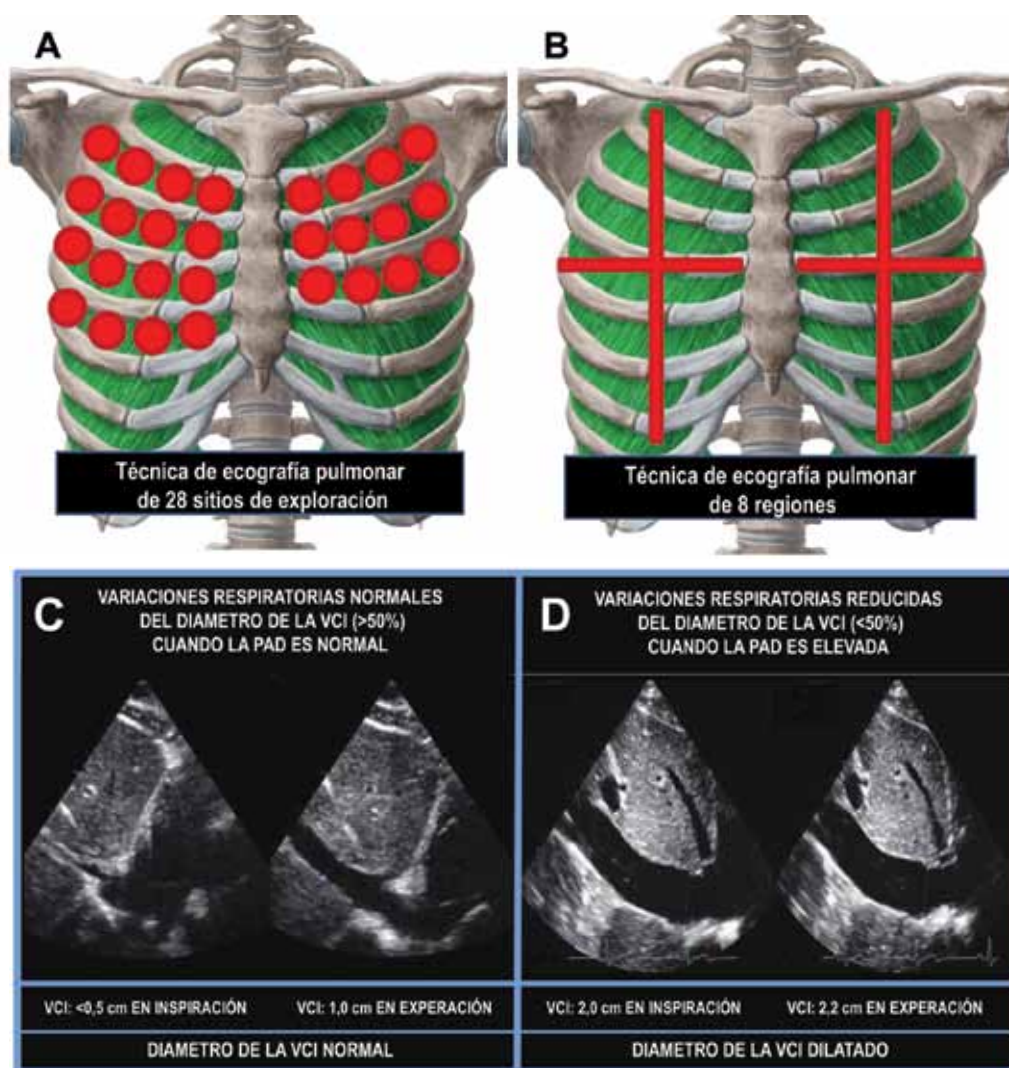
Evaluación de la congestión pulmonar y sistémica por ecografía.
